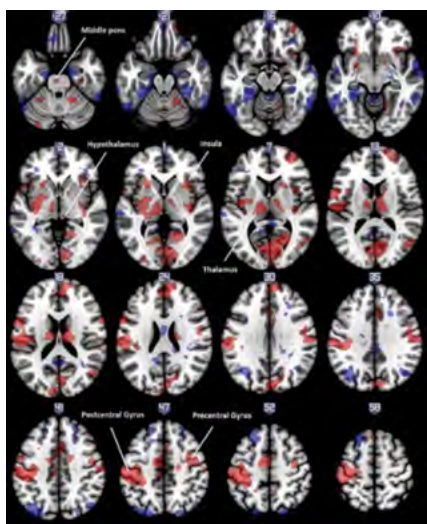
Ressonância magnética funcional
